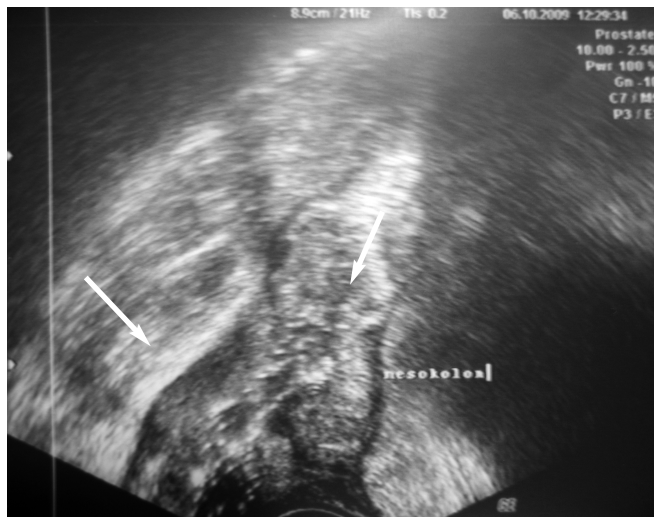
Больной Е., 65 лет. Рак ампулярного отдела прямой кишки Т3N0M0. Эндоректальная сонография. Эндоректальная томограмма прямой кишки при сканировании в поперечном направлении. Определяется бесструктурная бугристая стенка прямой кишки (указана стрелками), утолщенная до 17мм
